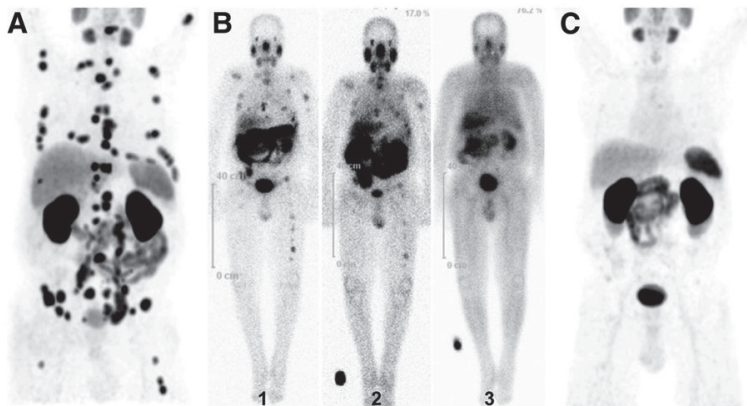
前立腺癌多発性転移における¹⁷⁷Lu-PSMA治療例
